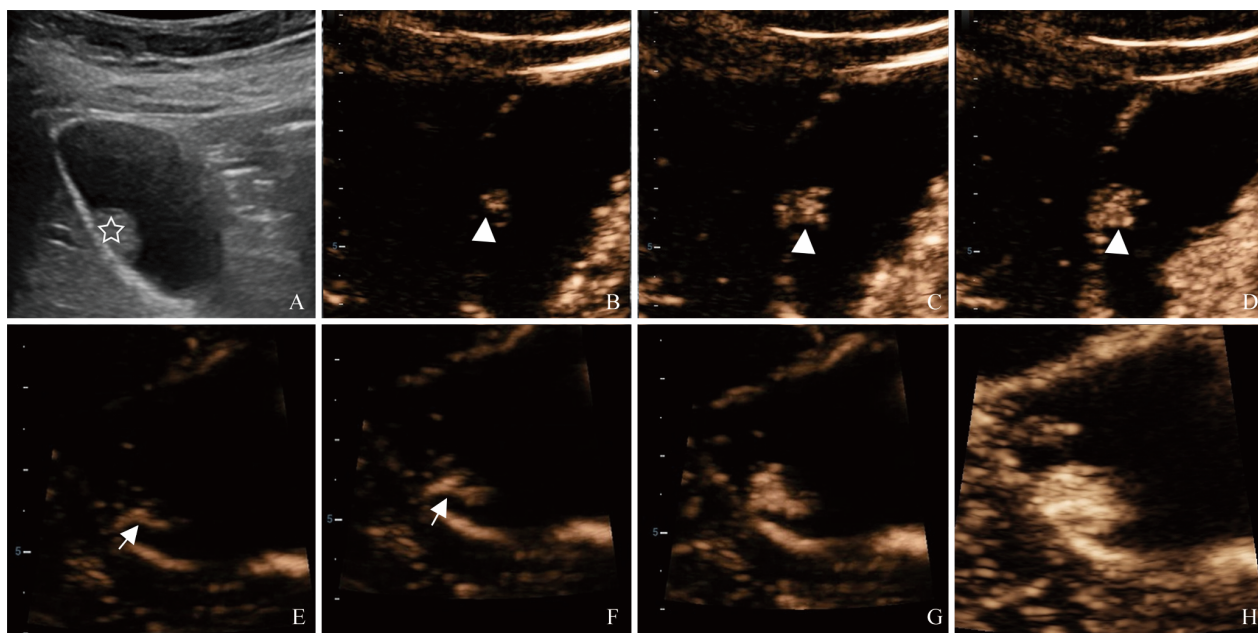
胆固醇性息肉 CEUS 与 HiFR-CEUS 表现。A. 常规超声见胆囊壁上偏高回声结节 (星号); B~D. CEUS 可见息肉呈整体快速强化 (箭头); E~H. HiFR-CEUS 可见动脉期造影剂灌注过程中病灶内部单支状血管形态 (箭)。图片来源于文献^[13]
